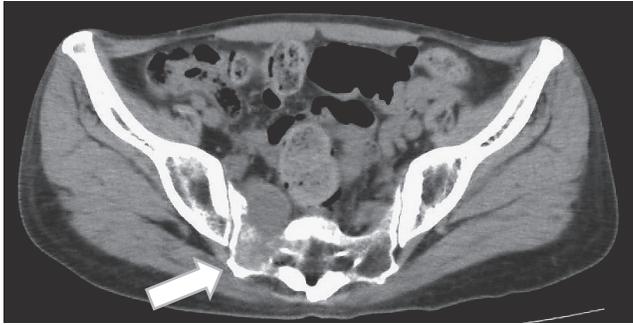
造影CTにて右仙骨部に骨転移を認め、神経障害性疼痛の原因と考えられた。
